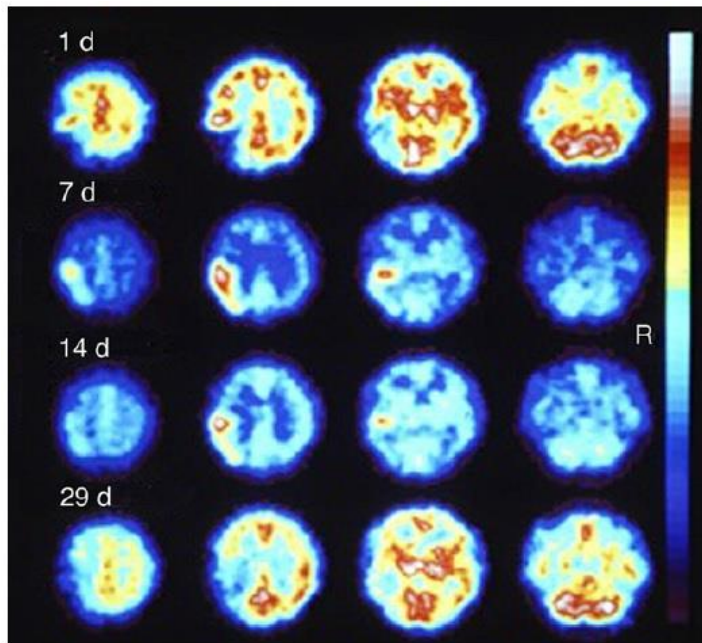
Imagens SPECT utilizando HMPAO-^{99m}Tc num doente do sexo masculino de 47 anos após hemiplagia do lado direito. Adaptado da referência (81).
